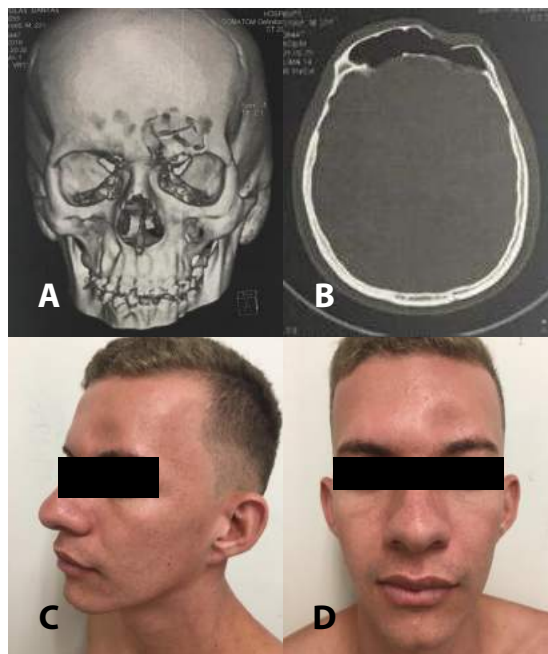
Avaliação inicial do paciente – A. Tomografia Computadorizada Convencional (Reconstrução 3D); B. Tomografia Computadorizada Convencional (Corte axial); C. Fotografia do paciente (vista de perfil); D. Fotografia do paciente (vista frontal).
